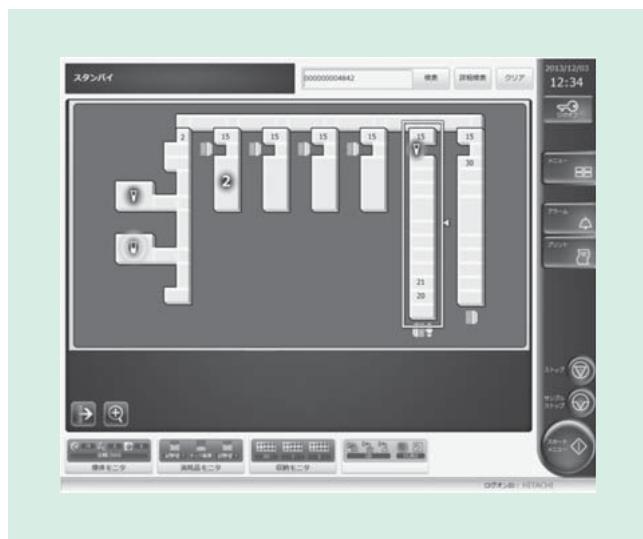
LABOSPECT TS検体モニタ画面
